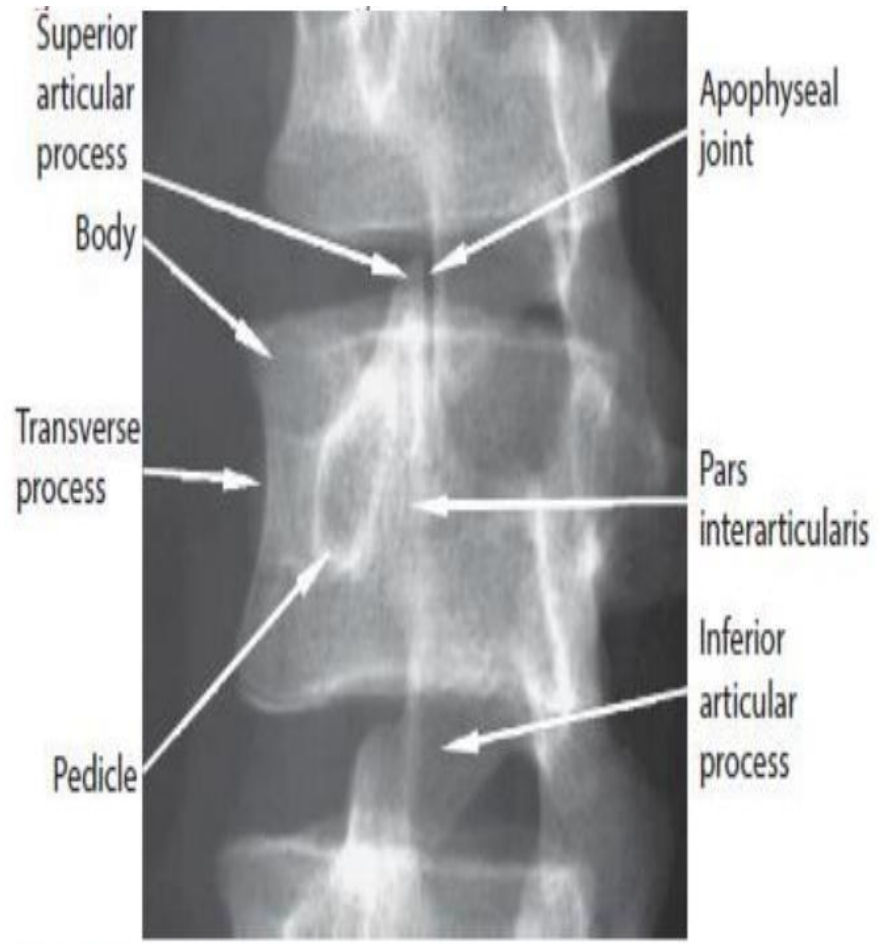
Annotated radiograph.
